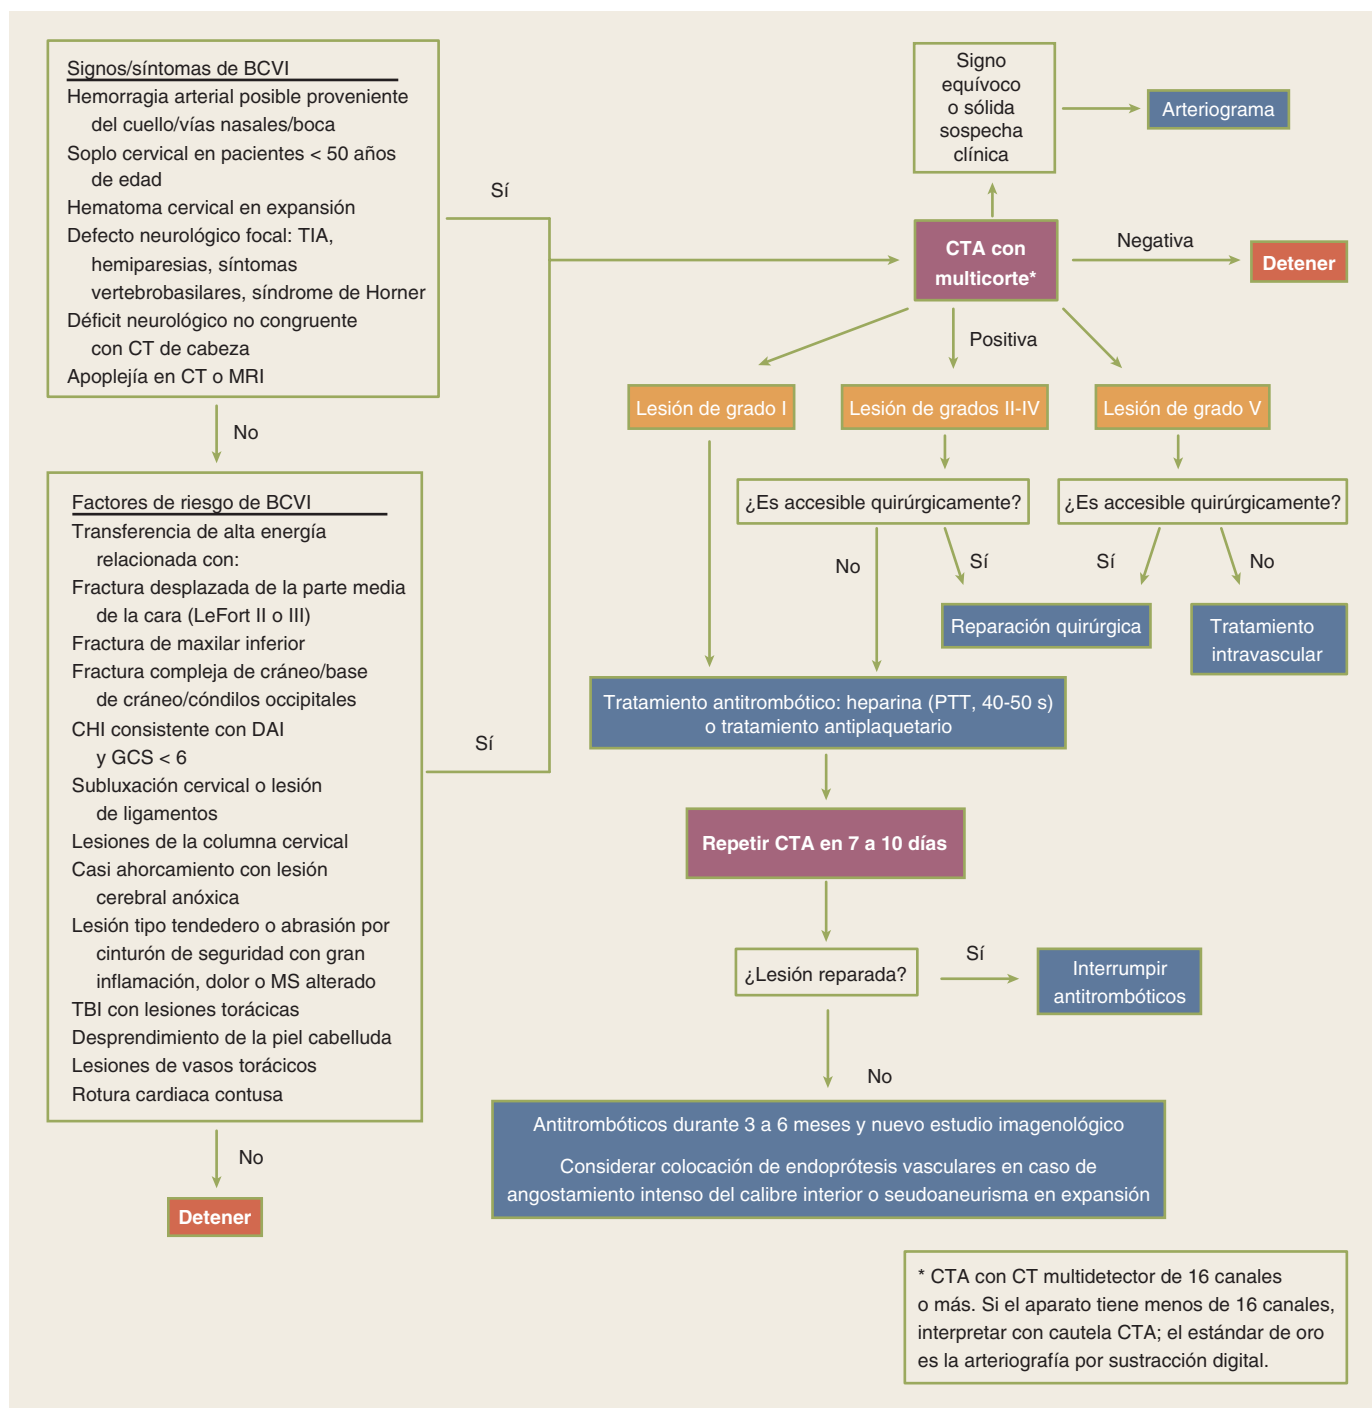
Algoritmo para la valoración y tratamiento de las lesiones cerebrovasculares por traumatismo cerrado (BCVI). Angio, angiografía; ASA, ácido acetilsalicílico; BRB, sangre de color rojo brillante; CHI, traumatismo craneoencefálico cerrado; CT, tomografía computarizada; DAI, lesión axonal difusa; GCS, calificación en la escala del coma de Glasgow; MRI, resonancia magnética nuclear; MS, estado mental; PTT, tiempo parcial de tromboplastina; TIA, isquemia cerebral transitoria.
